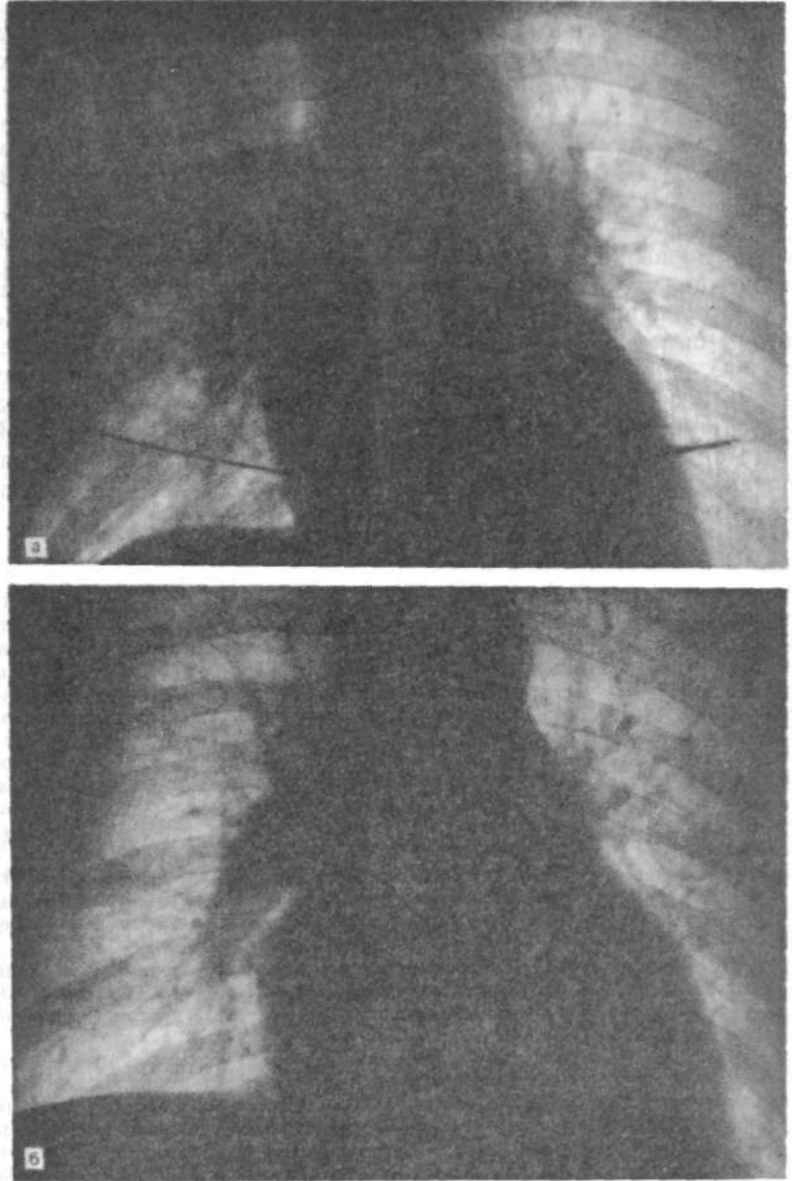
Рентгенограммы больного К. Я.
